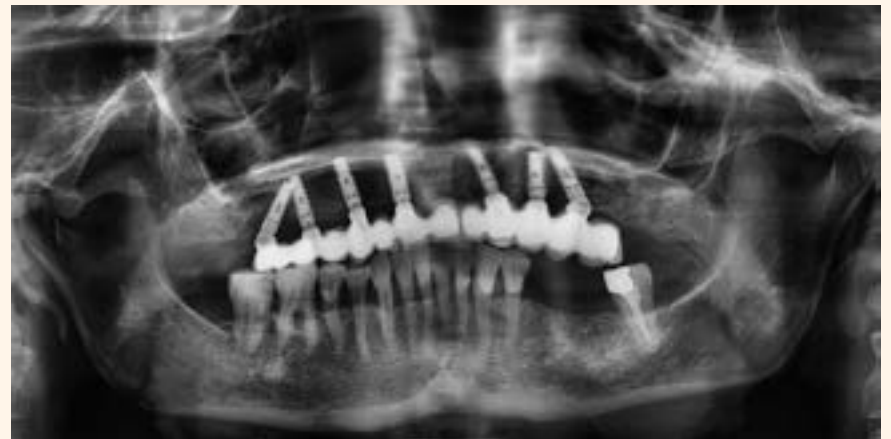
Radiografía final.
